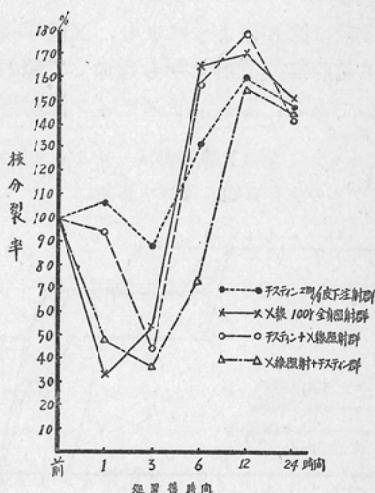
チステインのX線照射エールリッヒ癌核分裂率に及ぼす影響 (II)
